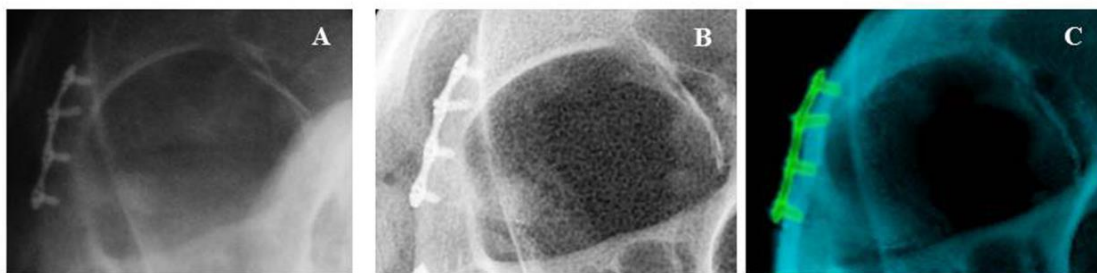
Cotejo entre radiografía PA posquirúrgica inmediata AM (A), radiografía PA (B) y tomografía (C) PM.
